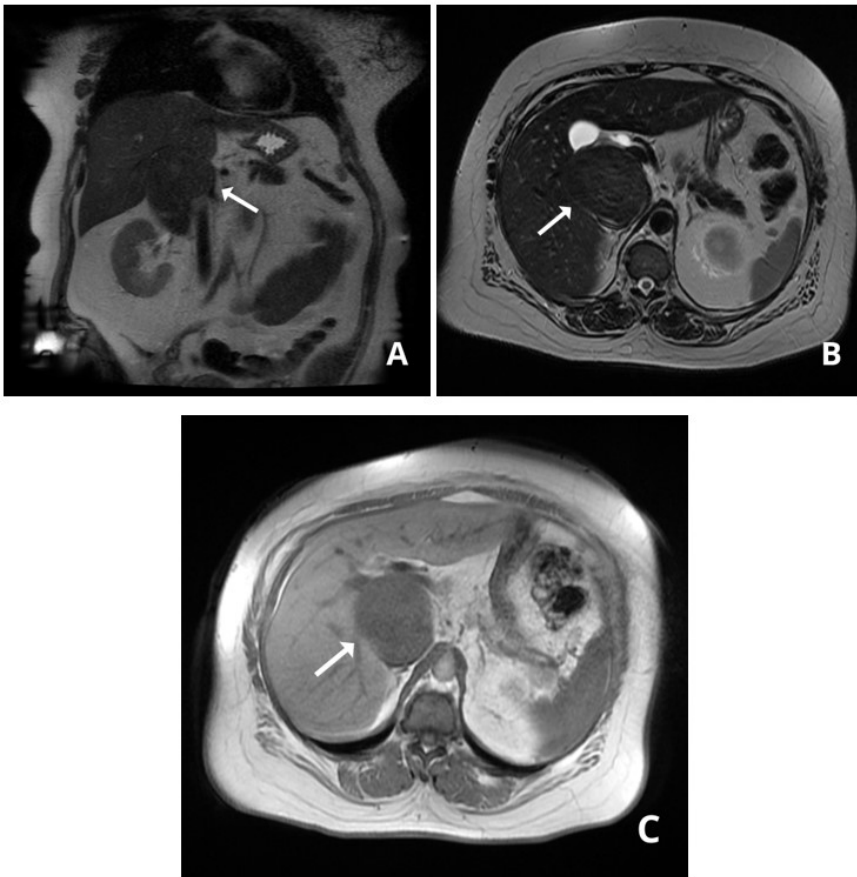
(a) Ressonância magnética coronal em T2 mostrando leiomiossarcoma exercendo efeito de massa sobre a região do hilo hepático e obstruindo a veia cava inferior; (b) corte axial em T2 mostrando lesão com contornos regulares e limites bem definidos, com baixo sinal homogêneo, comprimindo a veia cava; (c) corte axial *dual echo* mostrando leiomiossarcoma em contato com os segmentos I, V e VI do fígado.
